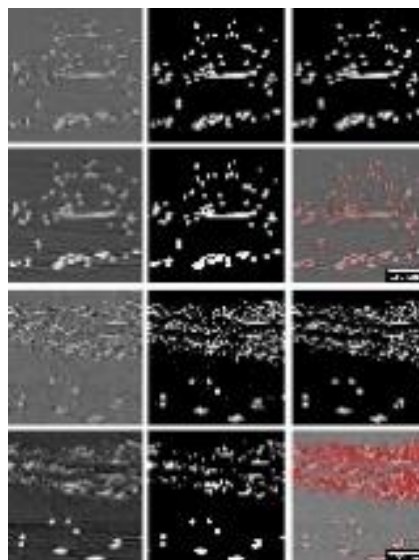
А.54. Поперечні зрізи КТ-зображення зразка двошарової маски (два верхніх ряди) та зразка хірургічної маски (два нижні ряди) і на різних етапах обробки
